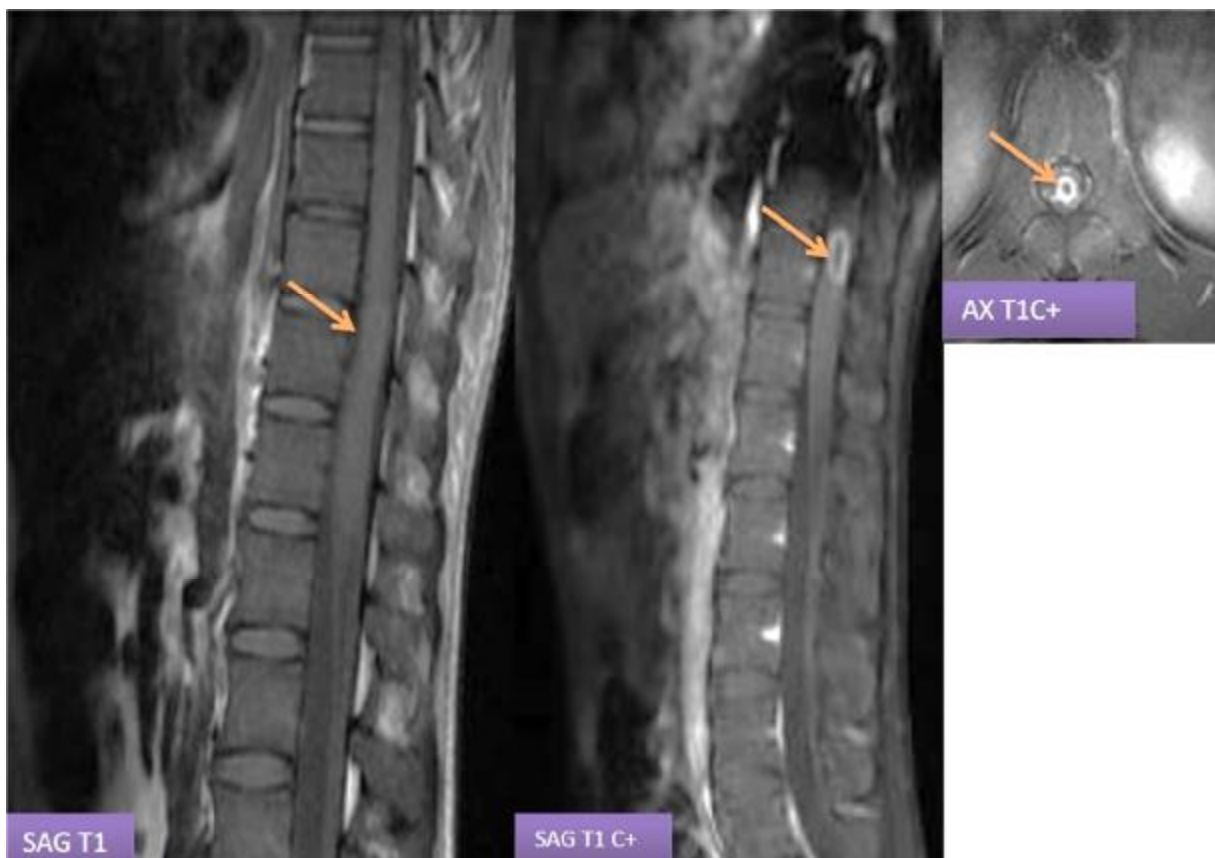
Patient suivie pour méningite tuberculeuse, qui se présente aux urgences pour paraparésie. IRM médullaire : lésion intra médullaire en isosignal T1, rehaussée de façon annulaire après contraste en rapport avec un tuberculome intramédullaire.
